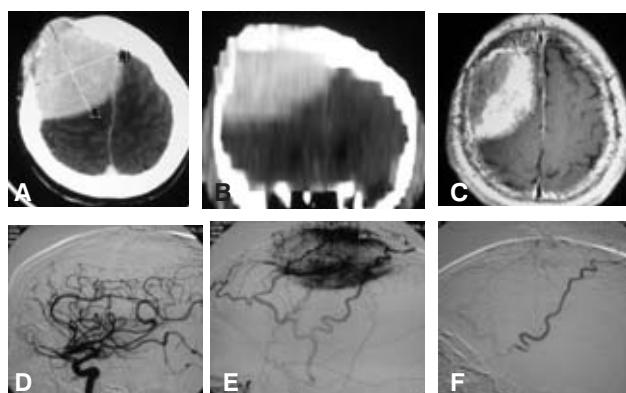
Plasmocitoma frontal, caso 14. TC axial (*A*), coronal (*B*) RM axial T-1 con gadolinio, gran lesión extra-axial frontal; angiografía cerebral de la arteria carótida interna derecha (*D*), desplazamiento de los ramos corticales de la arteria cerebral anterior; tinción tumoral (*E*) por la arteria carótida externa (arteria temporal superficial, ramos anterior y posterior) y cateterización superselectiva para embolizar en el preoperatorio (*F*).
